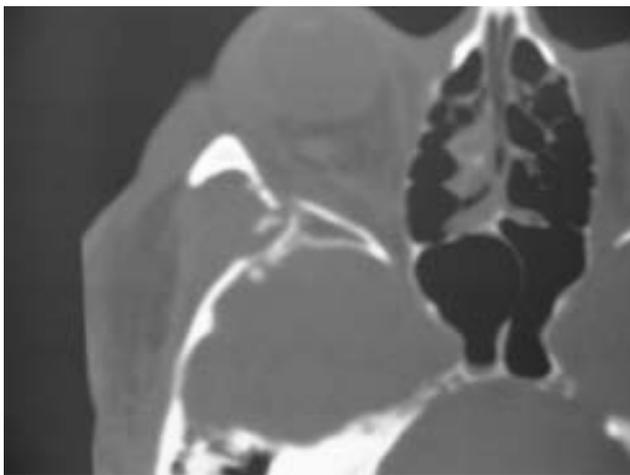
TC de cráneo, ventana ósea. Se evidencia la fractura en la pared externa de la órbita y del sector anterior de la fosa temporal, que marcan el trayecto seguido por el florete.
